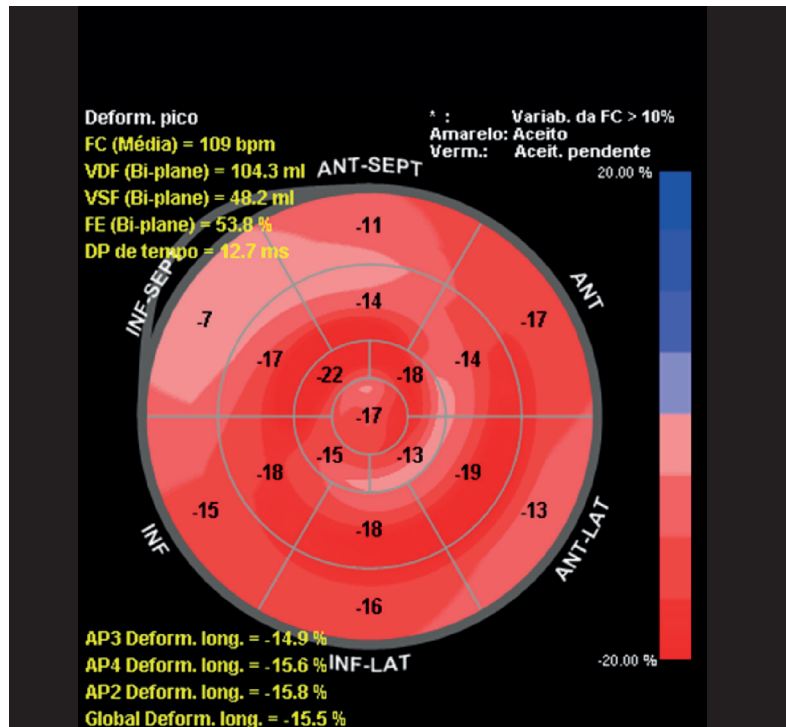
Strain longitudinal global do primeiro ecocardiograma com redução discreta.
